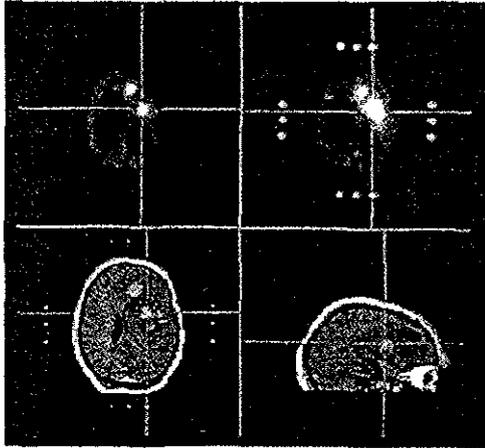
b. Fusión de imágenes médicas PET y RM
